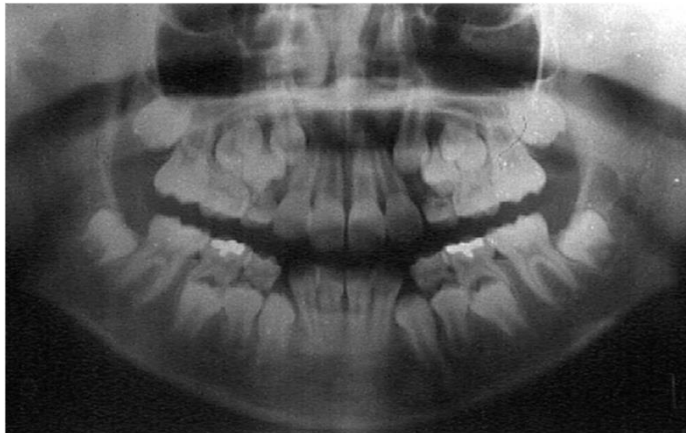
Radiografía panorámica en dentición mixta²⁶
